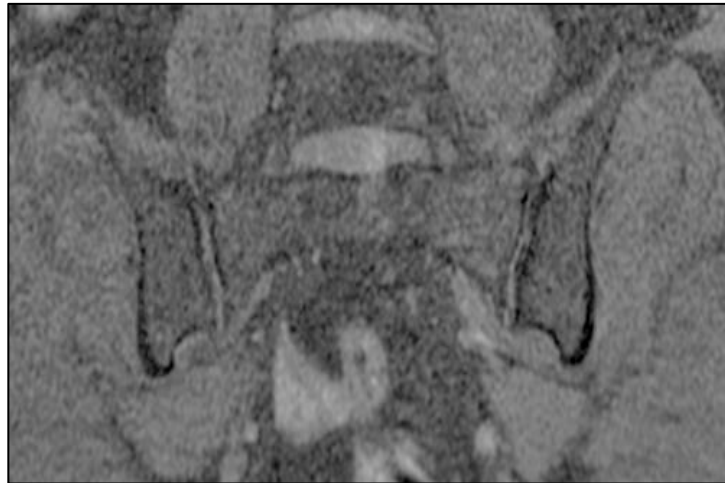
image d'IRM des sacro-iliaques en séquence T1 FS Coronale montrant un pincement de l'interligne sacro-iliaque gauche avec ostéocondensation sous chondrale.
